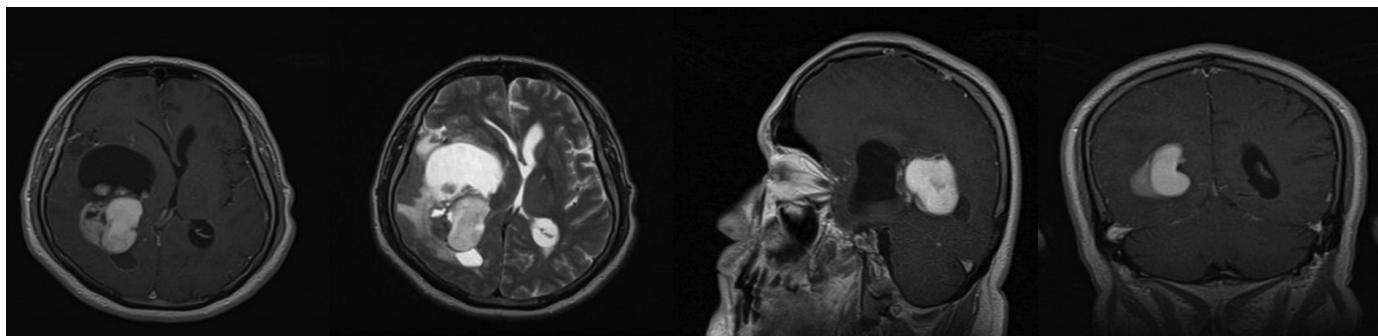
Кистозная глиосаркома. МРТ, T_1 ВИ и T_2 ВИ, в аксиальной проекции, T_1 ВИ, без контрастирования в саггитальной проекции, T_1 ВИ с контрастированием в саггитальной и фронтальной проекциях.
